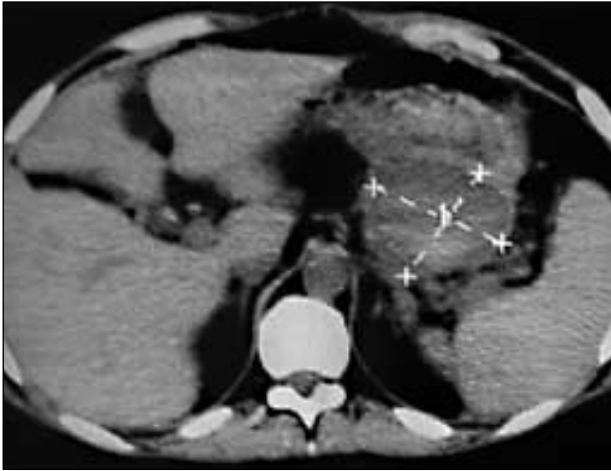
TC abdominal que muestra la presencia de pseudoquiste en cola de páncreas.
